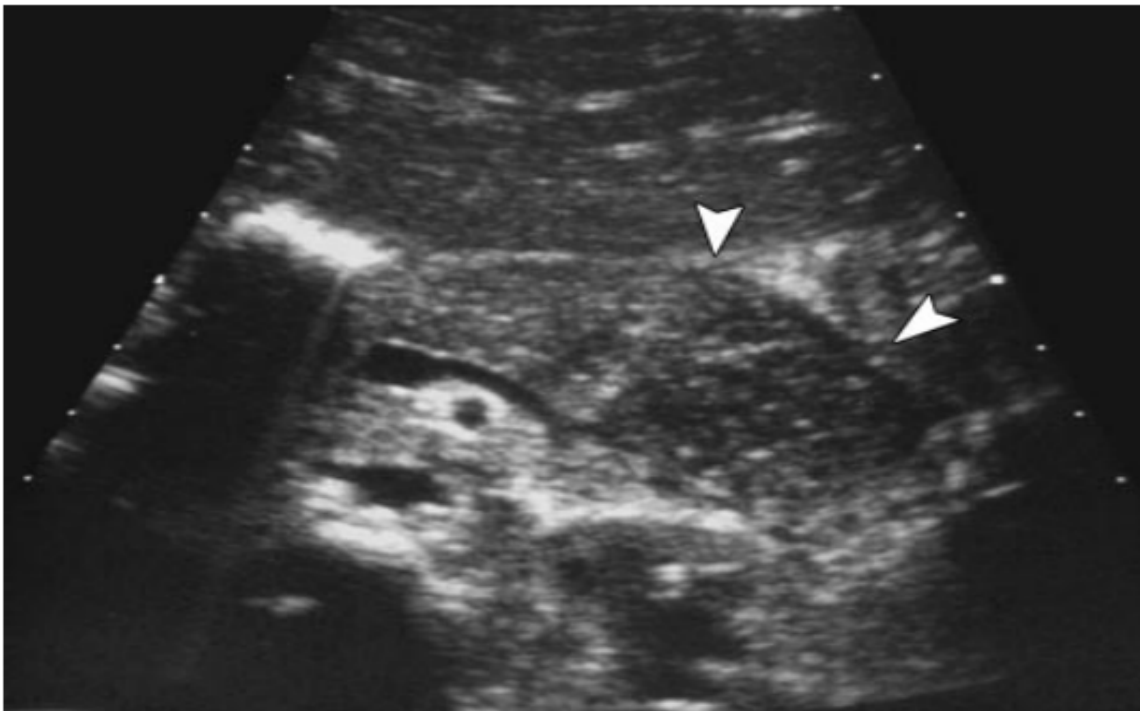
LNH chez un garçon de 16 ans atteint d'une maladie préterminale disséminée. Sur l'échographie, certaines parties du corps et de la queue du pancréas sont élargies et hypoéchogènes (têtes de flèches) en raison d'une infiltration lymphomateuse.
